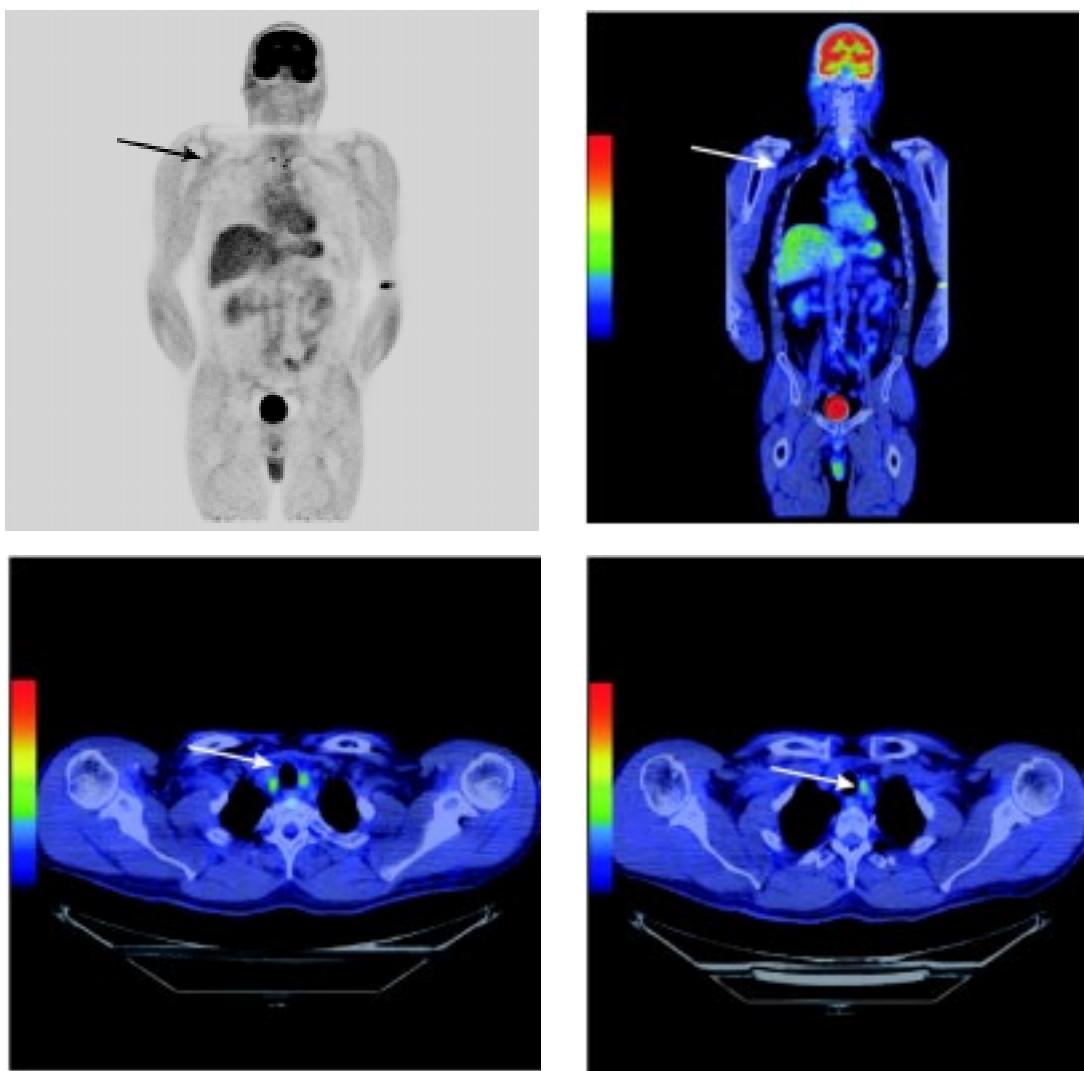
Поєднане ПЕТ/КТ-обстеження пацієнта Д., 54 роки.
